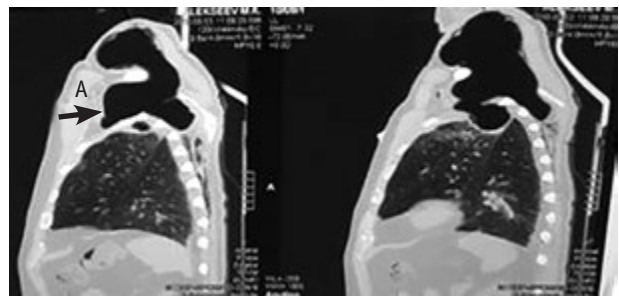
CT scan of chest organs of patient A., 72 years old, with a giant bulla in/lobes of the left lung
